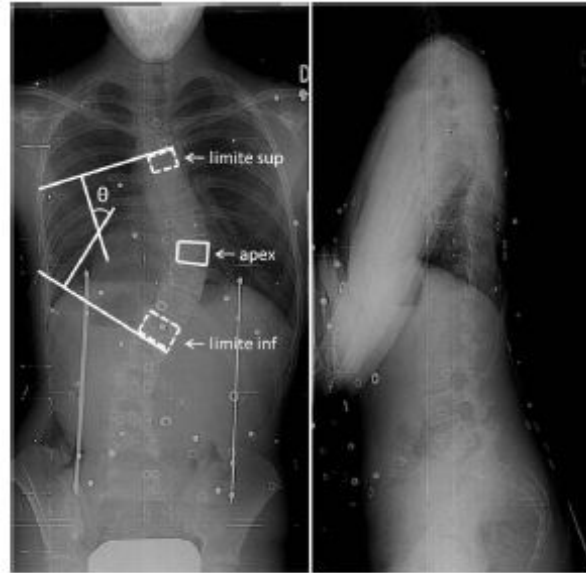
Radiographie du dos d'un patient. Mesure de l'angle de Cobb (image gauche) à partir des vertèbres limites.
